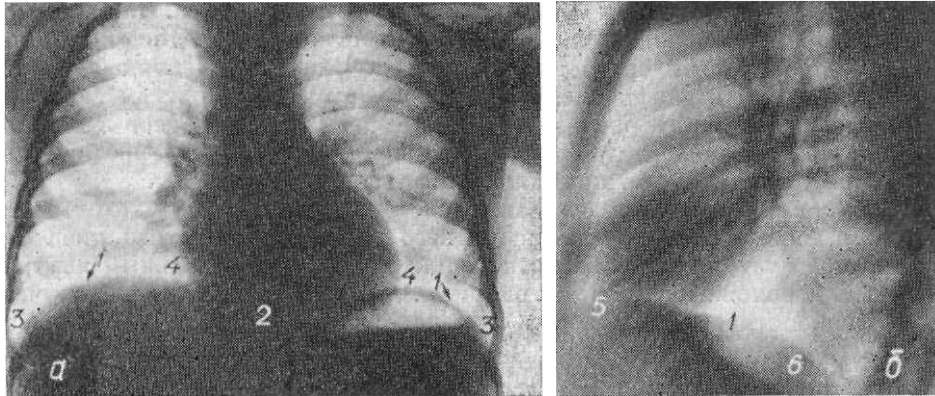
Обзорные рентгенограммы легких в передней (а) и левой боковой (б) проекциях.
